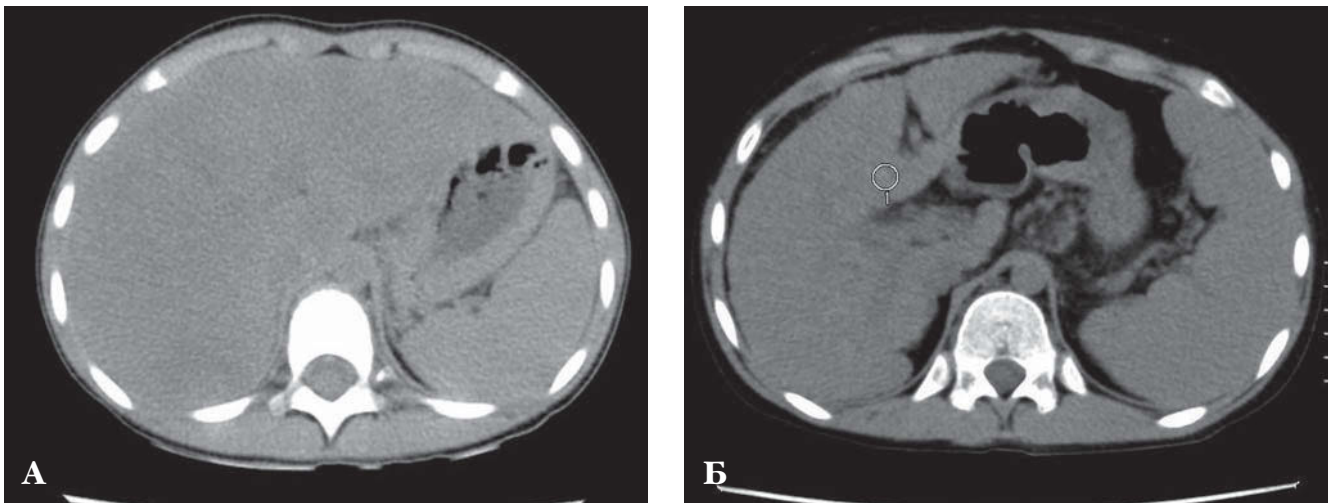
А, Б. Компьютерные томограммы брюшной полости
